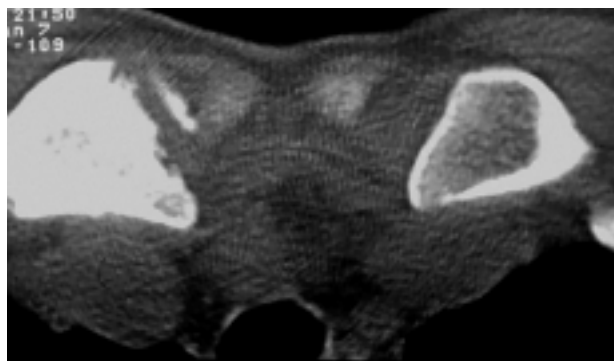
TC delle articolazioni sterno-claveari. Questa tecnica permette una buona visualizzazione sia delle erosioni che delle manifestazioni iperostotiche.
